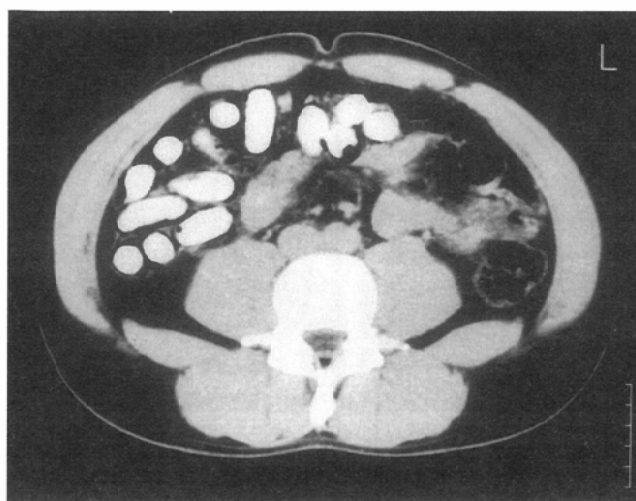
Abdominal plain CT of Case 2 (male, 26 y/o, cannabis body packer). Packages are demonstrated as multiple well-demarcated rectangle high density area with peripheral low density in the intestine.
